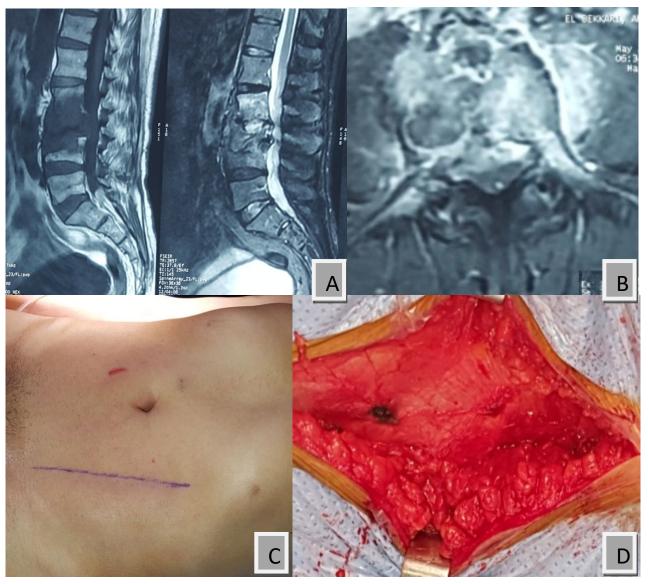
Coupes sagittales (A) et axiale (B) d'une IRM lombaire. (C)Photographie de la marque de l'incision en position opératoire d'une lombotomie. (D) montrant la gaine du muscle grand droit et le transverse. € exposition de l'aponévrose abdominale superficielle.
